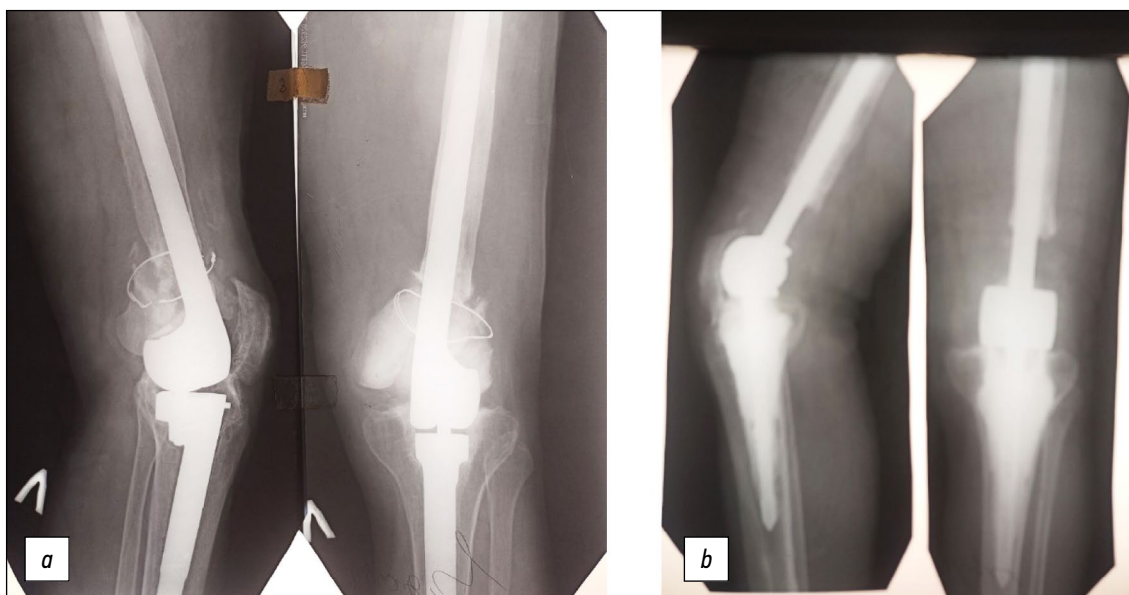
Рентгенограммы: *a* — до, *b* — после удаления межмыщелкового эндопротеза и имплантации эндопротеза коленного сустава Сиваша с удлинённой ножкой бедренного компонента.
